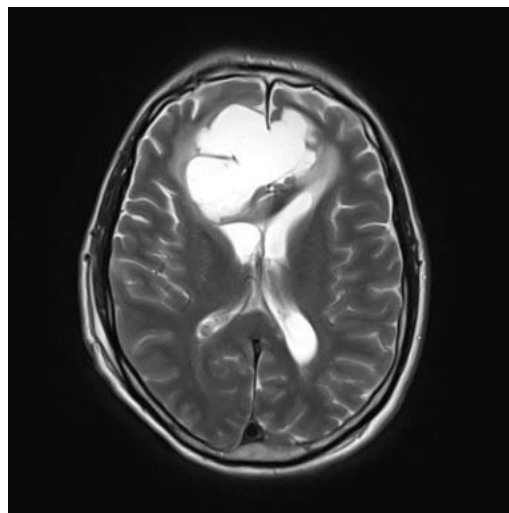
RM em homem de 43 anos admitido com cefaleia e rebaixamento do nível de consciência, lesão cística frontal mimetizando tumor cerebral
